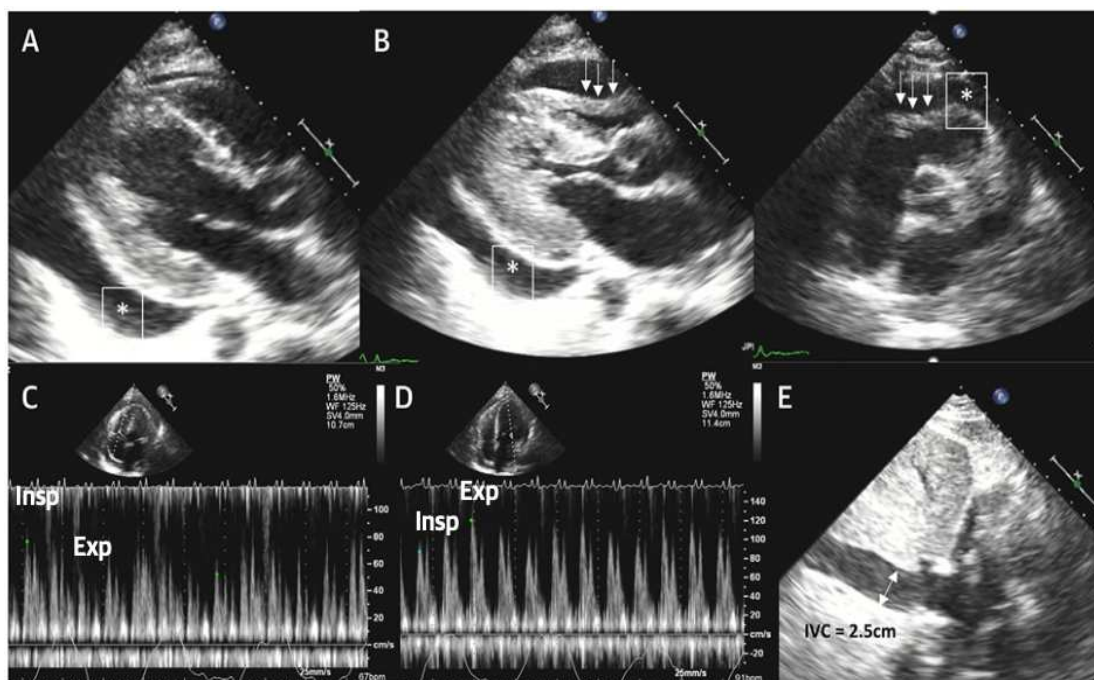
(A) TTE in proiezione parasternale a asse lungo che mostra un PEff moderato (*); (B) proiezioni parasternali a asse lungo e asse corto mostrano un collasso telediastolico della parete libera del ventricolo destro; significativa variazione respiratoria della velocità del flusso tricuspidalico (C) e mitralico (D); vena cava inferiore pletorica (E). Fonte: JACC, vol.17, n.8 (Klein et al., 2024b) pag.964
